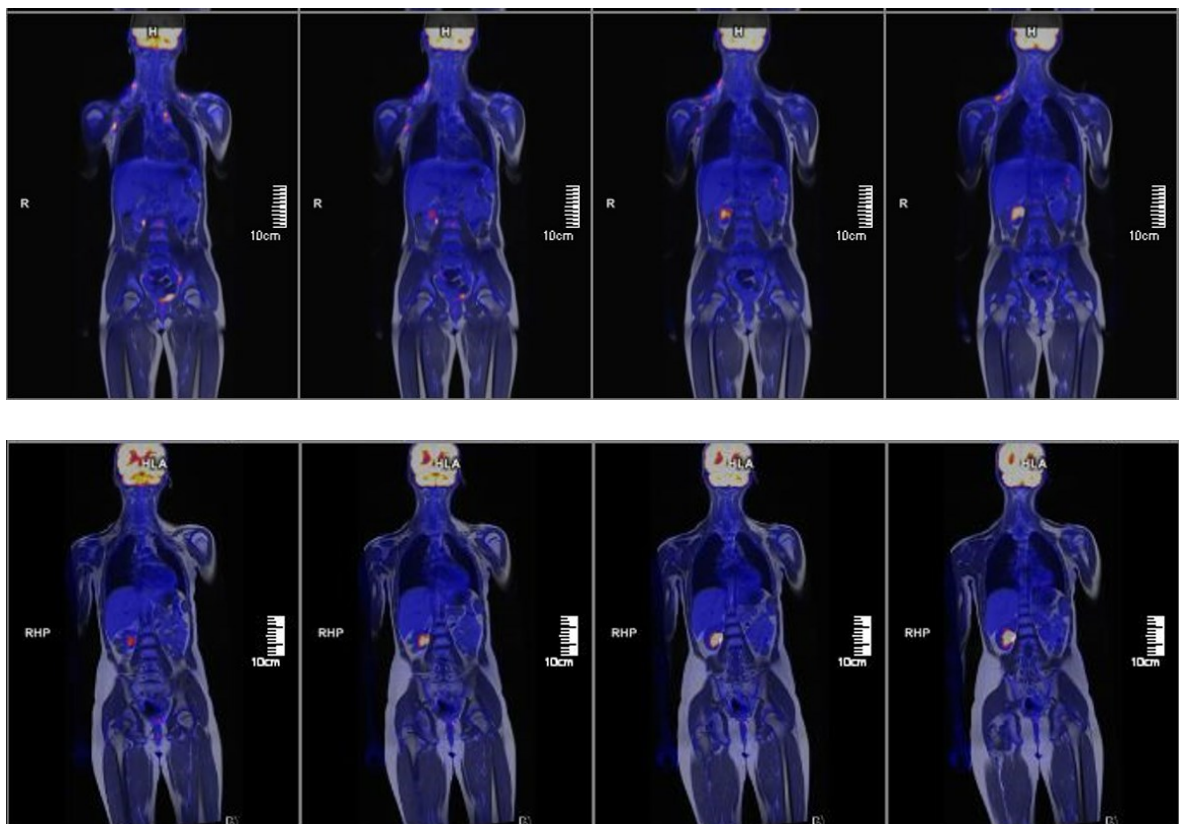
immagini PET/RM fuse della stessa paziente di 12 anni che documentano in alto la malattia alla diagnosi, con le sedi captanti, ed in basso la remissione completa dalla malattia.
